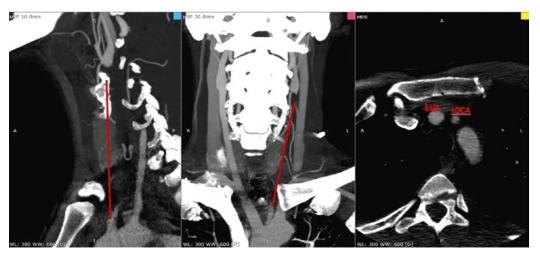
З. КТ – ангиография магистральных артерий головы. Красной линией обозначена окклюзированная левая ОСА
